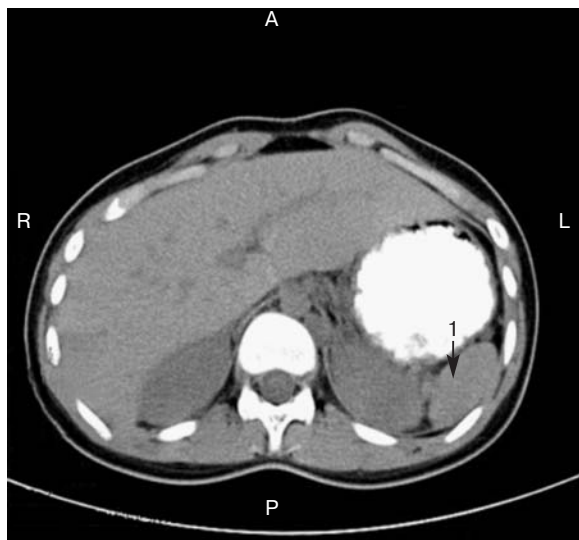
Контрастная КТ органов брюшной полости, аксиальные срезы. Визуализируются: основная селезенка (1), в области ворот – добавочная селезенка (2), медиальнее – селезенка в диаметре до 1,4 см (3), третья добавочная селезенка в диаметре до 1,0 см (4)
